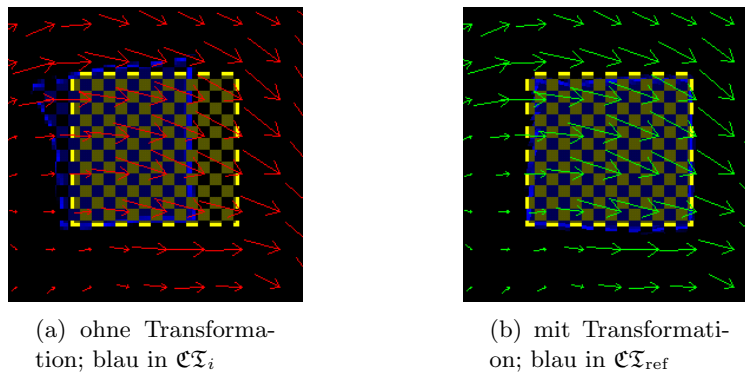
Beispiel einer nicht-rigiden Transformation. Schachbrettartig überlagert sind in einer Schicht der Datensätze die \mathcal{CT}_{ref} -Phase (gelb) und eine der \mathcal{CT}_i (blau). Die Volumen sind Quader deren Randvoxel einen dreifach höheren Wert haben als die restlichen Voxel, so dass Deformationen gut erkennbar sind. In (a) ist die nicht transformierte \mathcal{CT}_i gezeigt. Rot überlagert sind die notwendigen Translationen von \mathcal{CT}_i nach \mathcal{CT}_{ref} . In (b) ist das Volumen in der \mathcal{CT}_{ref} gezeigt. Die Übereinstimmung zur Referenz (blau) ist gut. Grün überlagert ist die erfolgte Translation. Die überlagerten Vektoren sind eine zweidimensionale Visualisierung der notwendigen Transformation und nicht die Kontrollpunktverschiebung.
